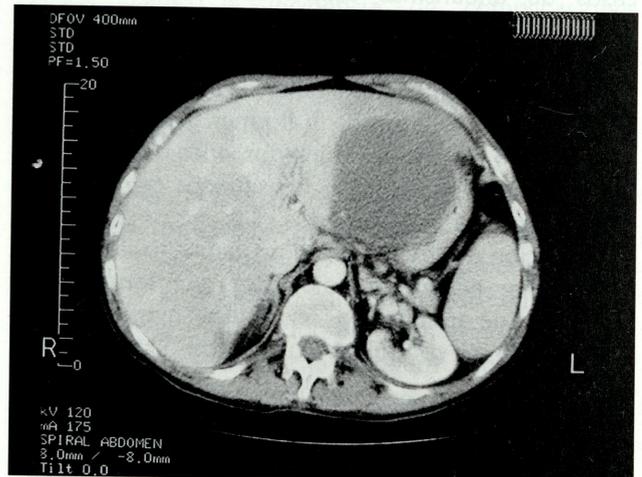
TAC abdominal: lesión hipodensa en lóbulo hepático izquierdo correspondiente a absceso amebiano.
